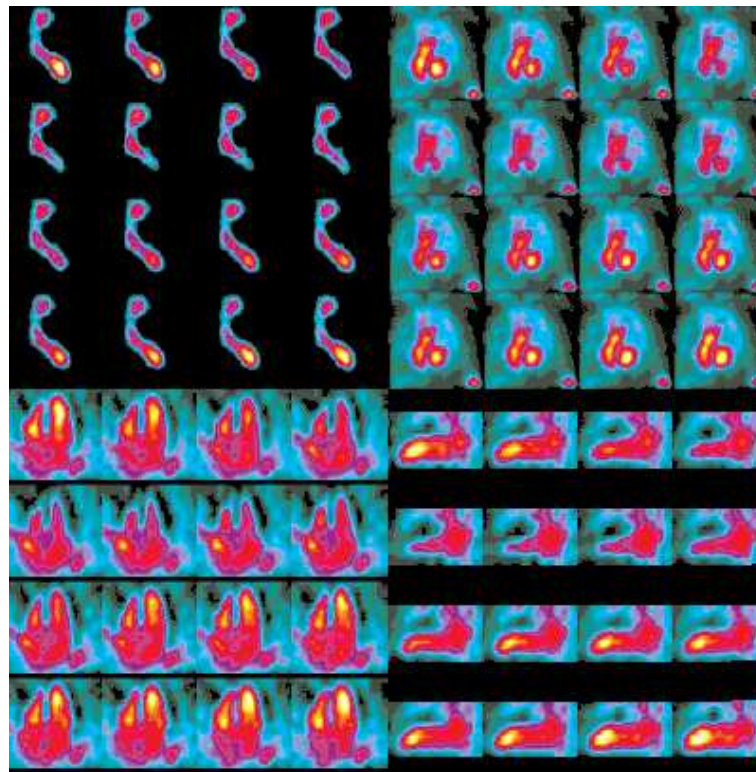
Angioscintigraphie de premier passage et à l'équilibre. De gauche à droite et de haut en bas : projection antérieure en imagerie de premier passage; projection oblique antérieure gauche en acquisition synchronisée planaire à l'équilibre; représentations verticale et horizontale suivant le grand axe en reconstruction tomographique à l'équilibre (d'après [Klocke et al. 2003]).
